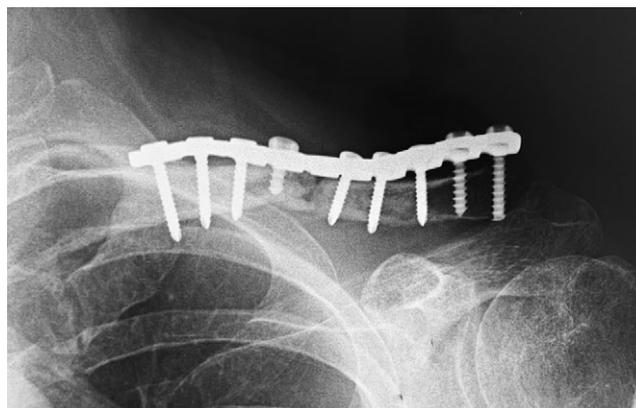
Рентгенограмма через 10 мес. после реостеосинтеза: гипотрофический ложный сустав левой ключицы
